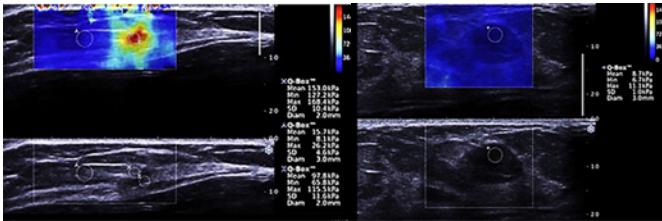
Mujer de 50 años con anomalía en la mama izquierda en la mamografía de detección. La imagen izquierda es la imagen SWE codificada por colores y la imagen en modo B está debajo de la imagen SWE. La masa tenía una alta velocidad de onda de cizallamiento (153 kPa) codificada en rojo. En la biopsia, la lesión era un carcinoma ductal invasivo (pT1a, pN0). Derecha: Mujer de 48 años que presentaba una anomalía en la mama izquierda en la ecografía de detección. La masa está codificada en azul, con una baja velocidad de onda de cizallamiento (8,7 kPa). En la biopsia, la lesión era un fibroadenoma⁸.
